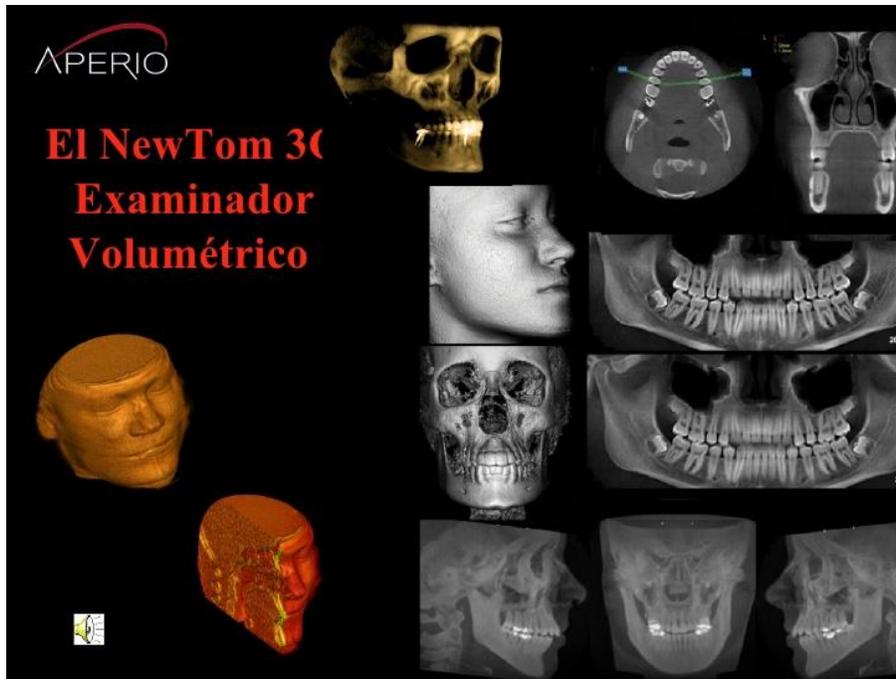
Imagen <http://es.slideshare.net/AlexSender/tomografa-newton>
